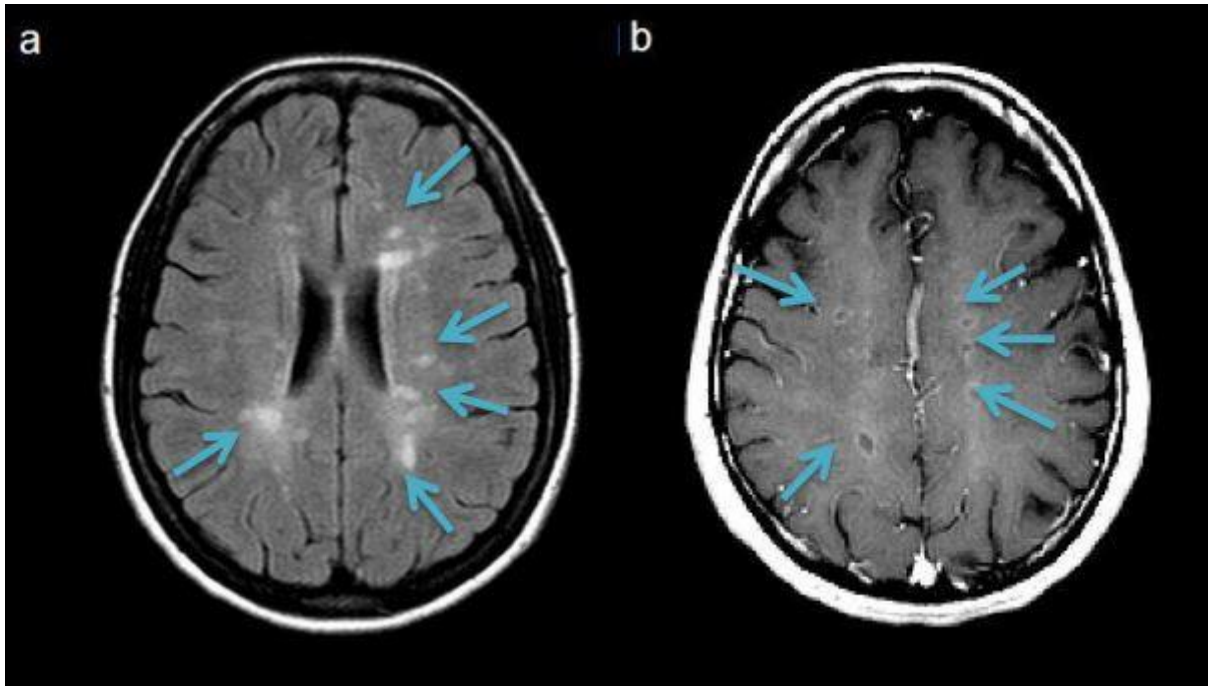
IRM cérébrale avec hypersignaux pondérés en T2 (129)
